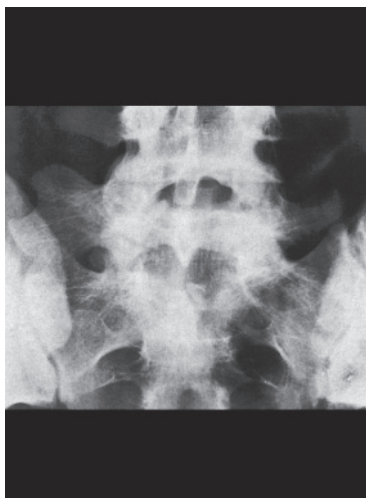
Рентгенограмма пояснично-крестцового сочленения (прямая проекция). Асимметричный переходный пояснично-крестцовый позвонок.
